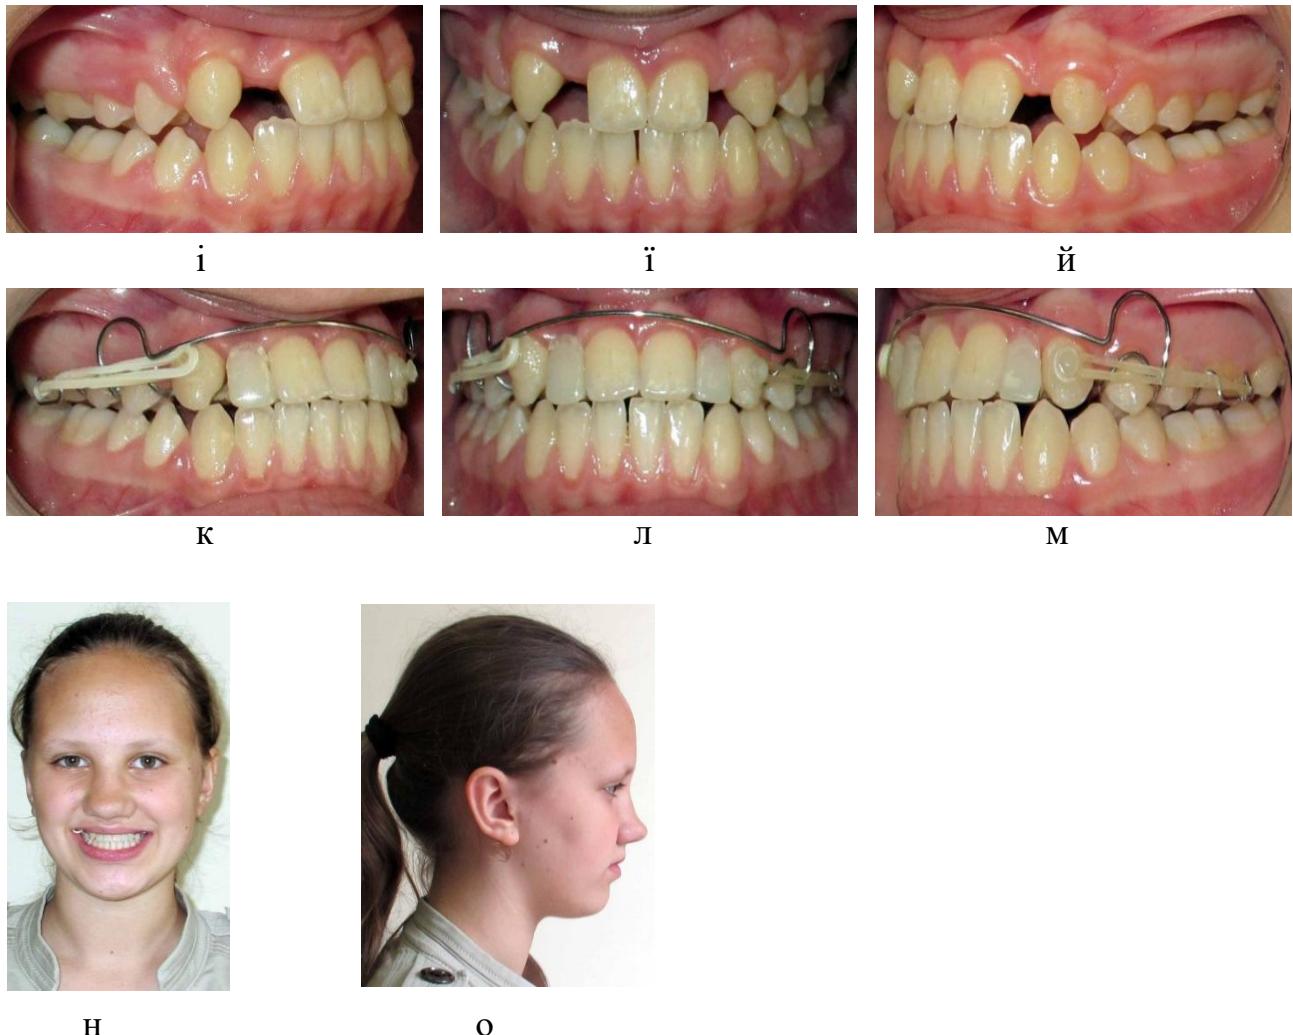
Фото пацієнтки Х. 12 років. Д-з: прогенічний прикус, поєднана форма; горизонтальний тип росту лицевого черепа. До лікування: фас – а, профіль – б. Ортопантомограма – в. Прикус – г, і, д. В знімному ортодонтичному апараті власної конструкції з міжщелепною тягою – е, є, и. На етапі лікування: досягнення мінімального (правильного) перекриття фронтальних зубів – і, ї, й. В апараті-протезі – к, л, м, н, о.
